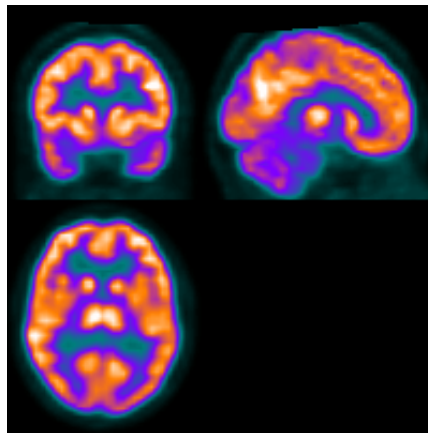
Estudio de *PET* cerebral con FDG. Se muestran tres secciones: coronal (superior-izquierda), sagital (superior -derecha) y axial (inferior).
